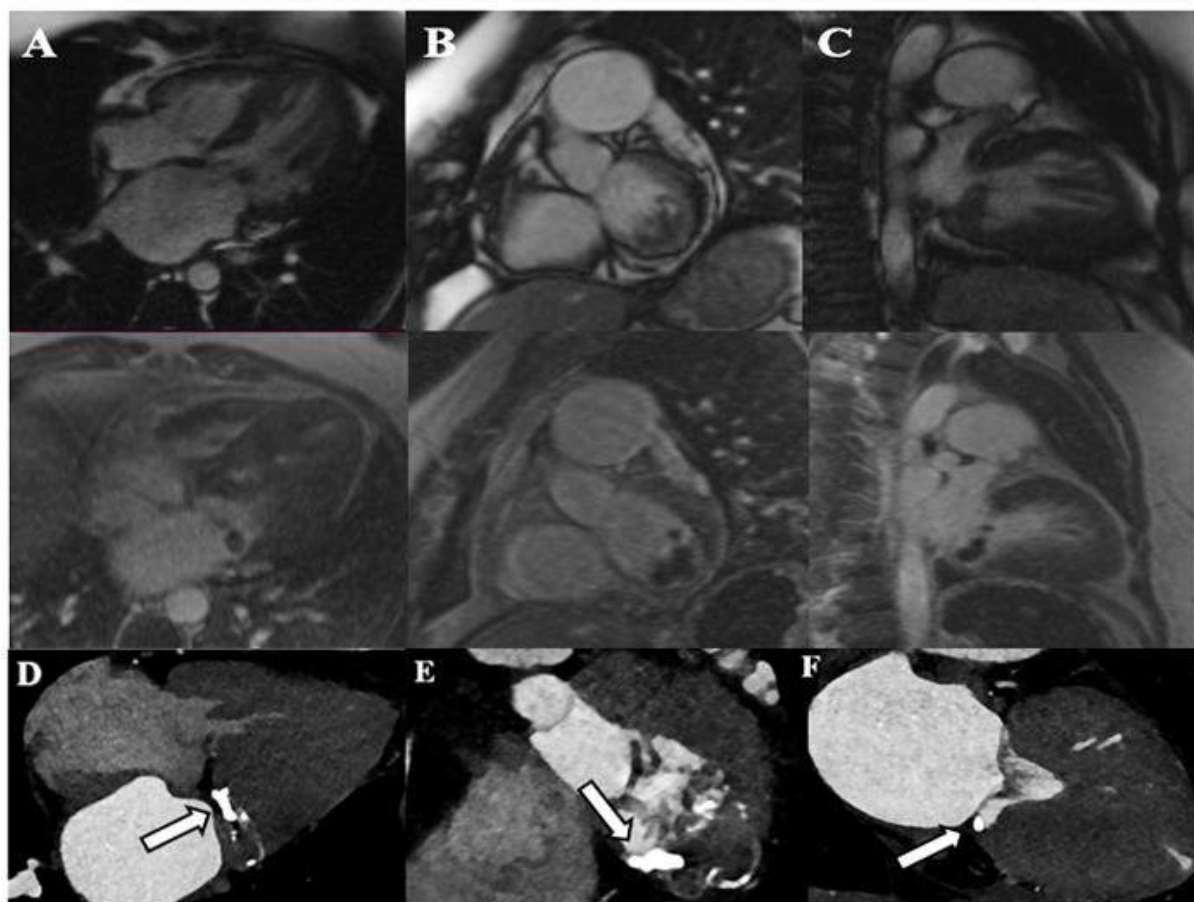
КТ и МРТ пациента с КМК
